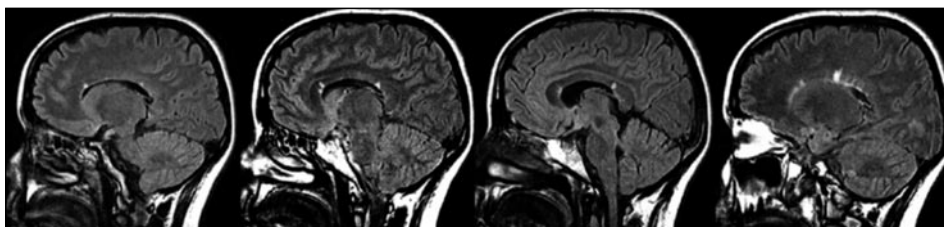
Secuencia ponderada en T2 FLAIR en el plano sagital en un paciente con un primer episodio sugestivo de enfermedad desmielinizante. Se observan lesiones focales hiperintensas periventriculares y en la superficie subependimaria del cuerpo calloso.
